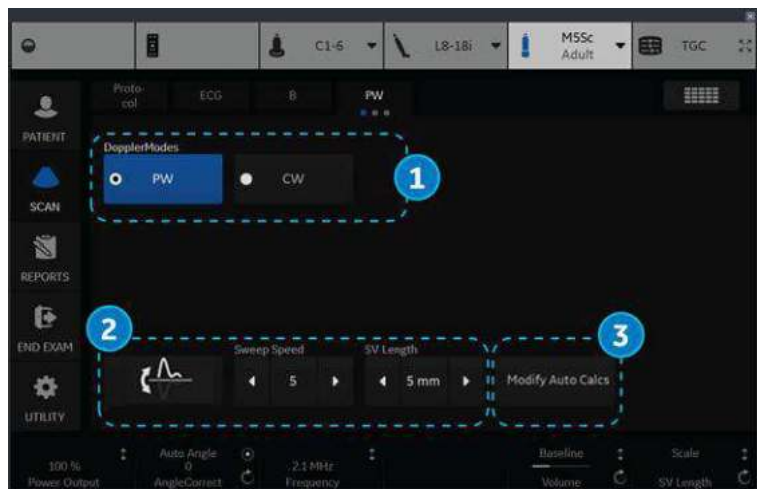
Modul Doppler - Panou tactil EZ (exemplu)
